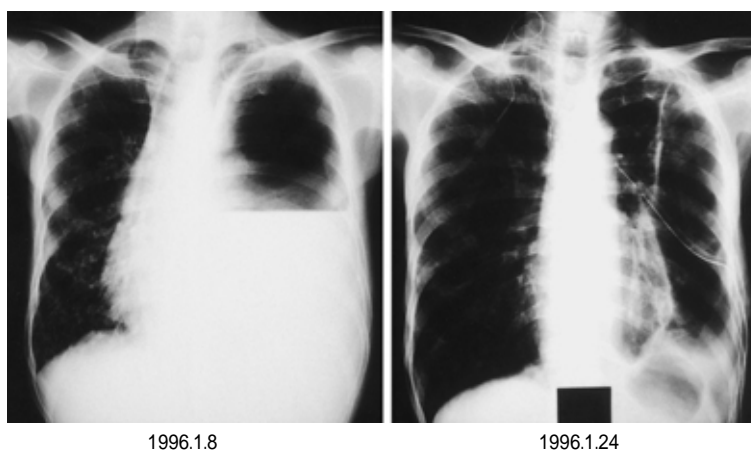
Chest X-ray film on remission, demonstrating elimination of mediastinal shift and lung collapse by appropriate chemotherapy with chest tube drainage.
